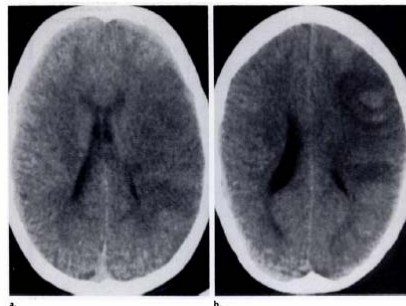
Patient 2. CT scans show (a) left temporal parietal infarct in a 23-year-old chronic cocaine abuser and (b) hemorrhagic component evident 8 days later.
